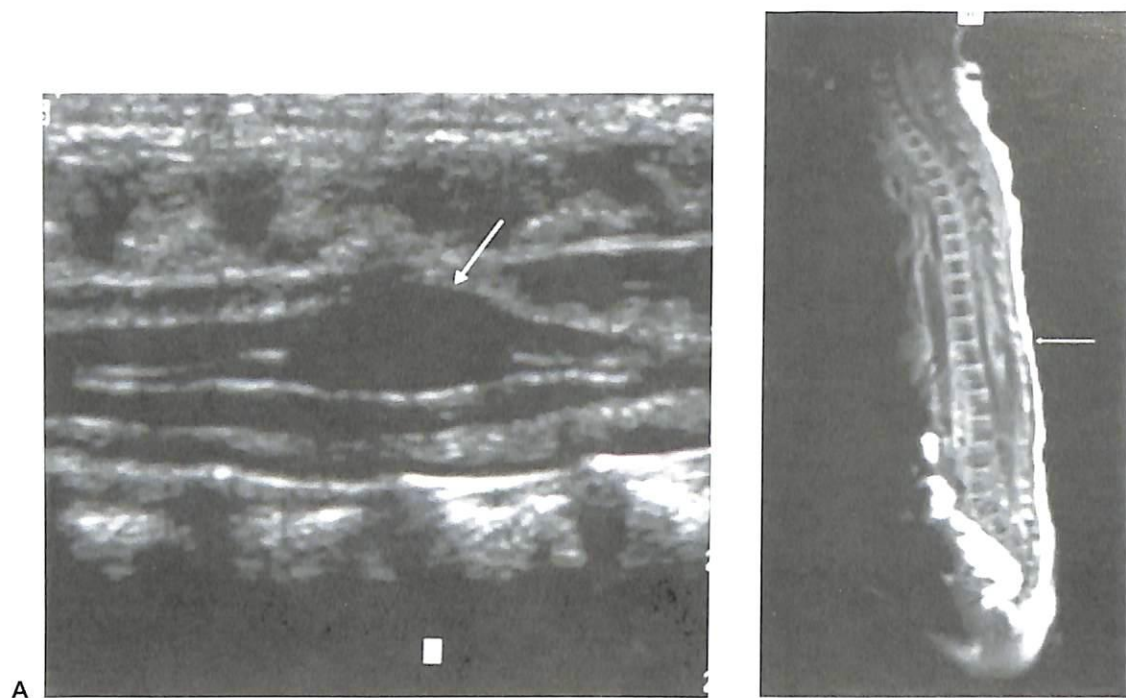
Киста терминального желудочка. При (А) УЗИ и (В) МРТ в сагиттальной плоскости обнаруживается киста терминального желудочка (стрелки).
